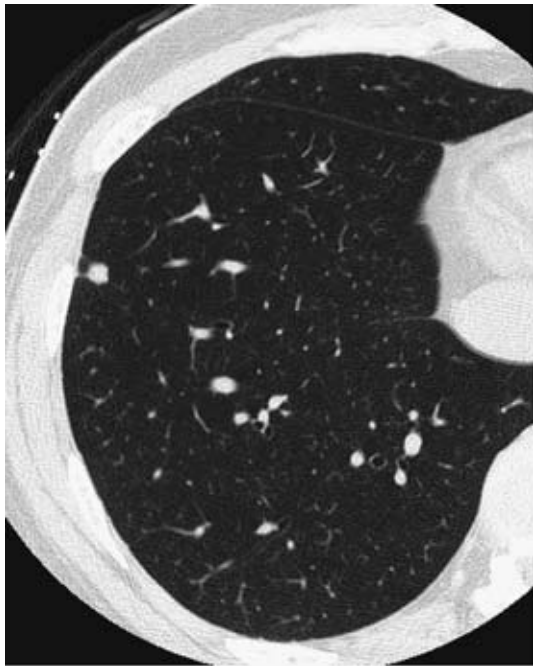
Solid nodule pathologically proven intrapulmonary lymph node. CT shows a subpleural polygonal shaped nodule with linear opacity between the nodule and the pleural surface.
